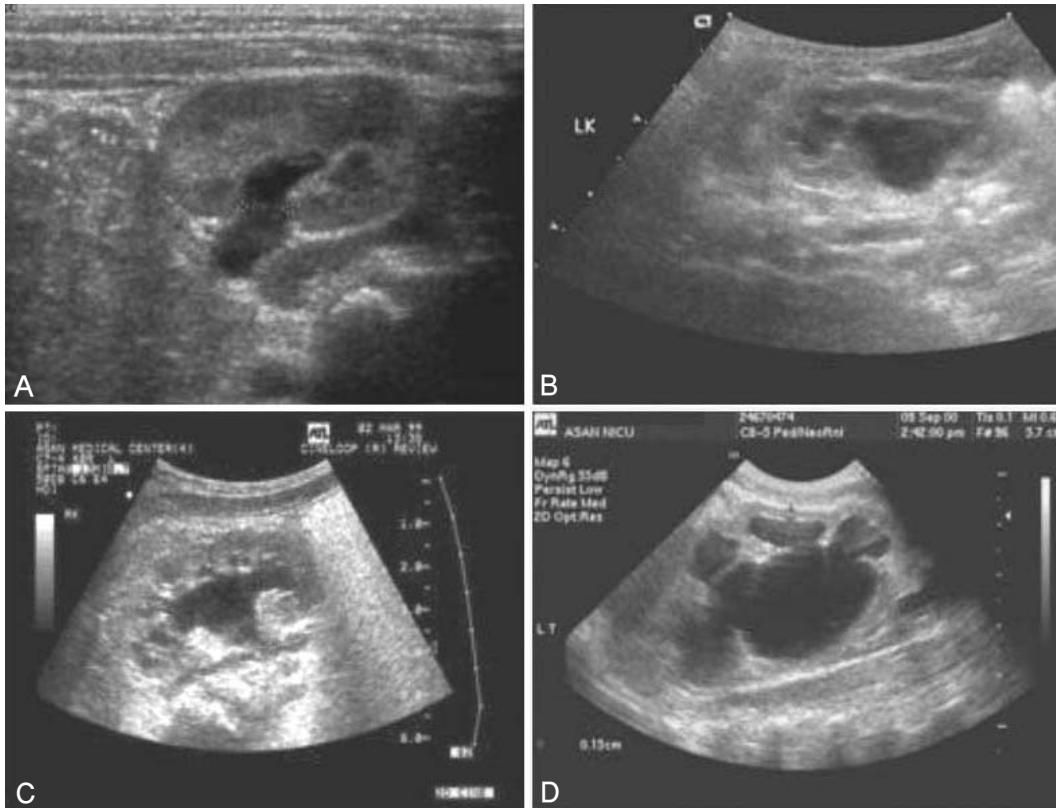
Ultrasonography Society for Fetal Urology(SFU) grading system. (A) Grade 1: pelvis dilatation, (B) Grade 2: A few but not all calices seen, (C) Grade 3: All calices seen, (D) Grade 4: Grade 3 and parenchymal thinning.
